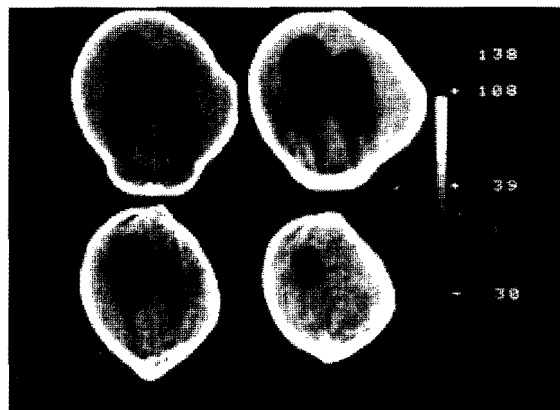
Tomografía de cráneo: dilatación ventricular
